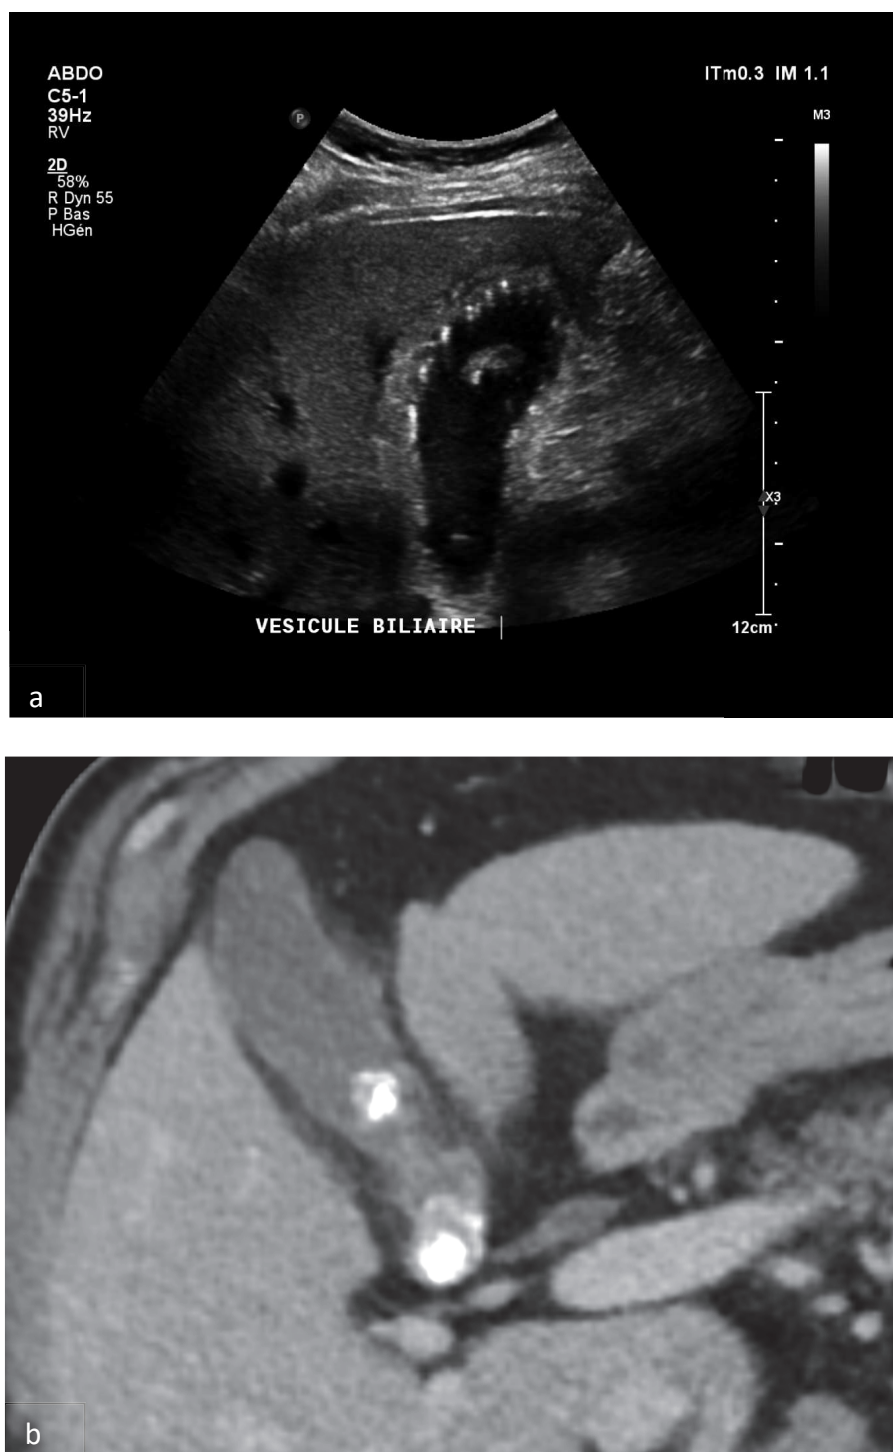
Cholécystite en échographie (a) avec épaissement marqué de sa paroi présentant un aspect « feuilleté » et un calcul intra-vésiculaire. Cholécystite en TDM (b) avec calcul enclavé au niveau du collet.
